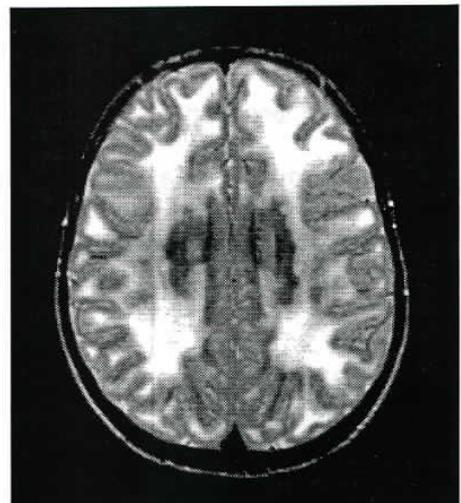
RMN- Áreas de hipersinal em T2, atingindo de modo simétrico a substância branca. As áreas claras são zonas de degenerescência da substância branca.
